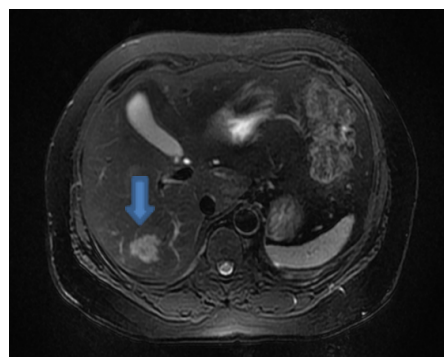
MRI显示不均匀高T1、T2信号（箭头处所示）
